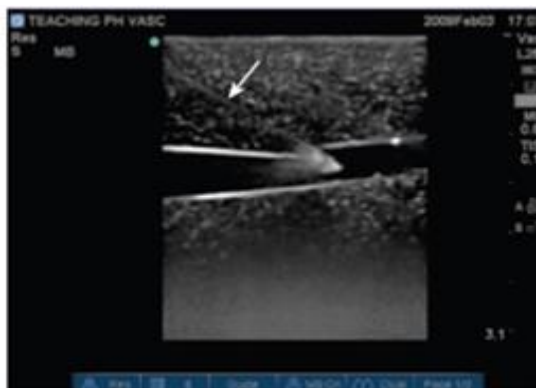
Ultrasonografia durante canulação em incidência longitudinal da Veia Jugular Interna ⁴
